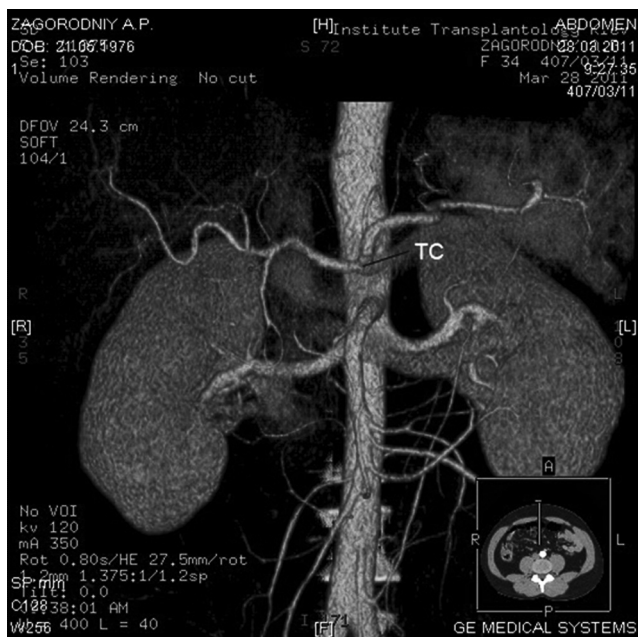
Классический тип формирования чревного ствола из 3 основных ветвей. TC - чревной ствол.
